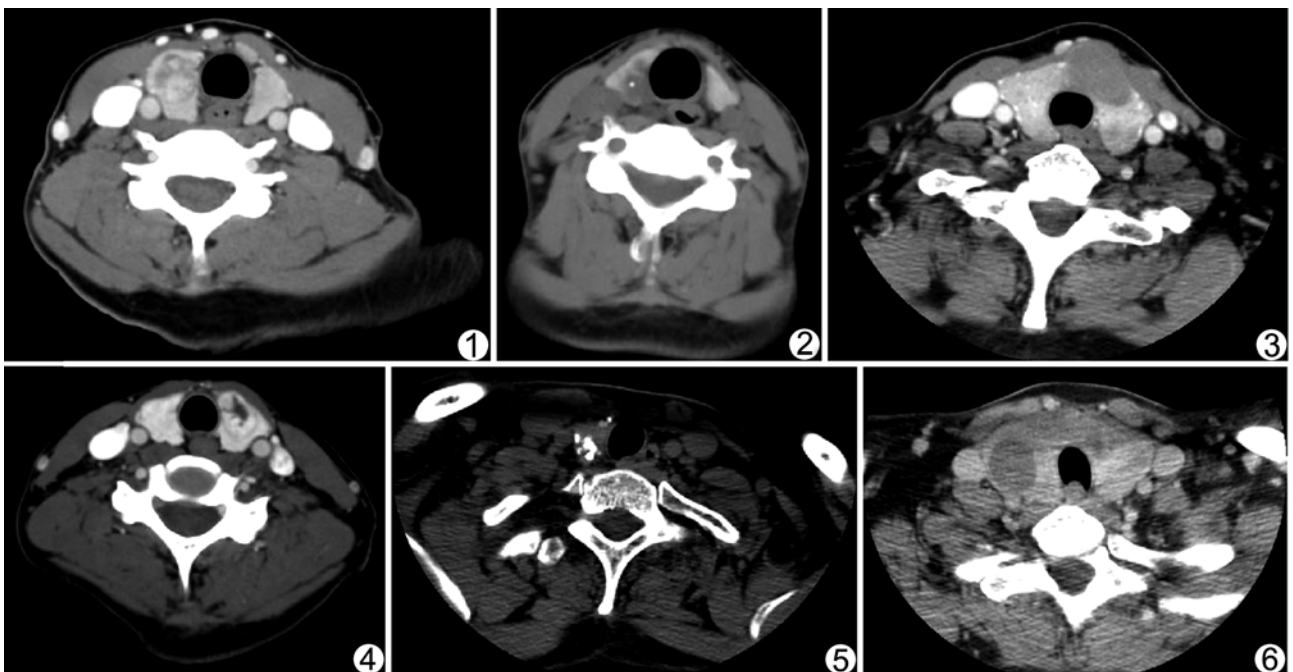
CLT 合并右叶乳头状癌 增强 CT 示甲状腺右叶病灶部分囊性变伴明显强化壁结节,包膜不完整,呈“强化残圈”征 图 2 CLT 合并右叶髓样癌 增强 CT 示甲状腺右叶中极低密度结节,边界不清,无包膜,中央见细颗粒样钙化 图 3 CLT 合并淋巴瘤 增强 CT 示甲状腺峡部及左叶均匀中度强化的结节,边界尚清晰,无包膜,余甲状腺组织明显强化 图 4 CLT 合并左叶滤泡性腺瘤 增强 CT 示左叶结节呈岛样强化,伴中央囊性变,边缘见完整清晰的低密度晕环 图 5 CLT 合并右叶结节性甲状腺肿 平扫 CT 示右叶甲状腺密度弥漫降低,边缘见混合钙化 图 6 CLT 伴囊性变 增强 CT 示甲状腺密度弥漫性降低,右叶可见囊性结节,其边界清晰
